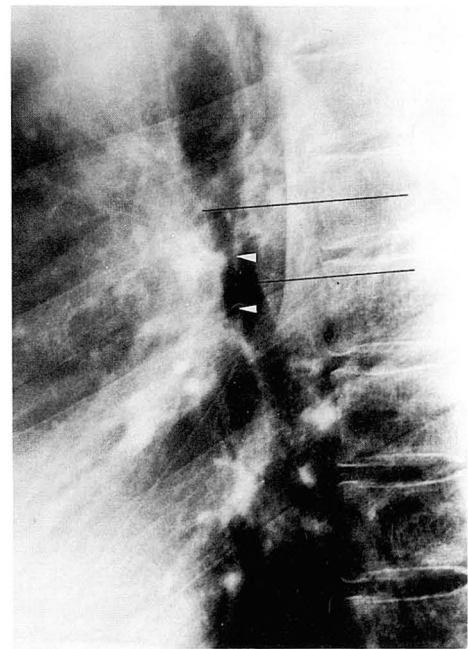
Normal lateral radiograph. Right upper lobe bronchus is identified superior to the position of the left upper lobe bronchus. The posterior wall of bronchus intermedius (arrowheads) is seen bisecting the round lucency of the left upper lobe bronchus. The lucency of left upper lobe bronchus is characteristically seen inferior to the left pulmonary artery. The distance between both upper lobe bronchi in this patient is 1.9 cm.
